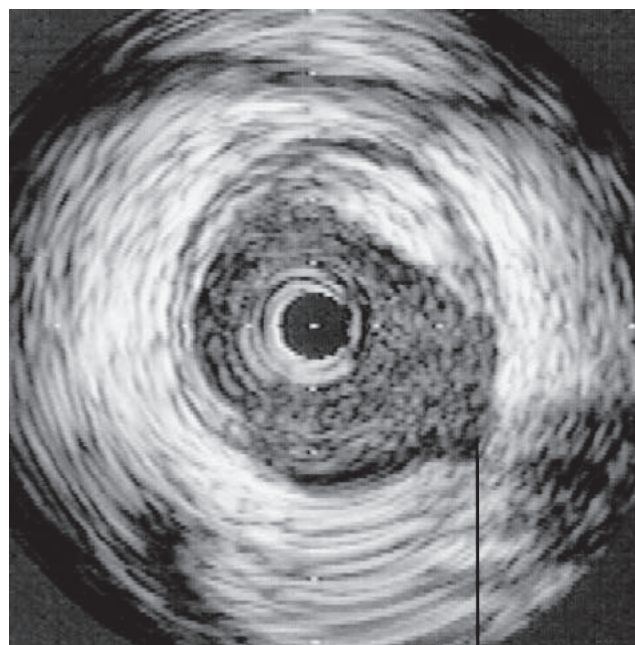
Beispiele von Dissektionen nach PTCA. Oben kam es zu einer völligen Ruptur der Plaque, beide Enden sind dem Lumen zugewandt. Unten kam es zu einem schichtenweisen Einriß des Gewebes, das sonographisch gut darstellbar ist.
